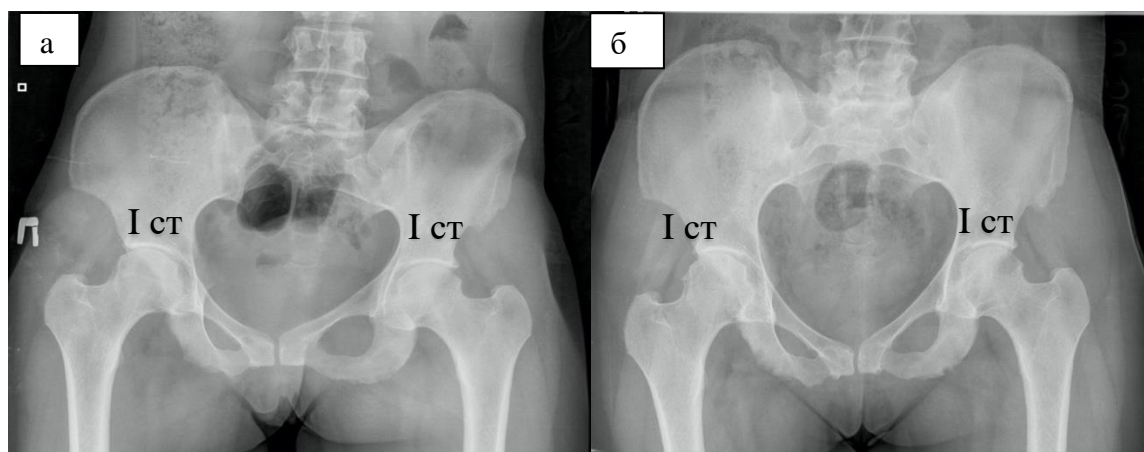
Больная Ш. Обзорная рентгенография костей таза:
